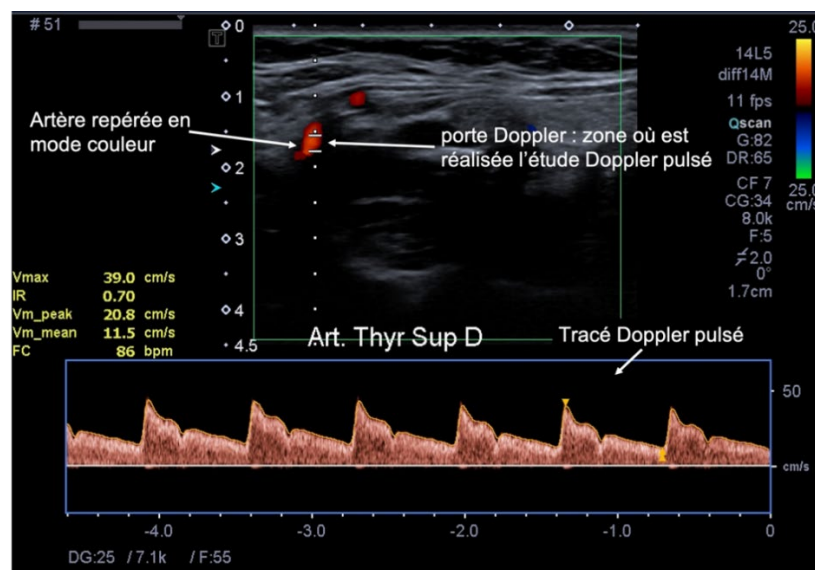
mode triplex. La partie haute est en mode couleur, ce qui permet de repérer l'artère et de positionner à son niveau la porte-Doppler (ou volume d'échantillonnage) où sera réalisée le tir Doppler. La partie inférieure de l'image montre le tracé en Doppler pulsé qui étudie la variation de la vitesse circulatoire en fonction du temps. L'aire sous la courbe montre la répartition du nombre d'hématies à chaque niveau de vitesse (analyse spectrale).
